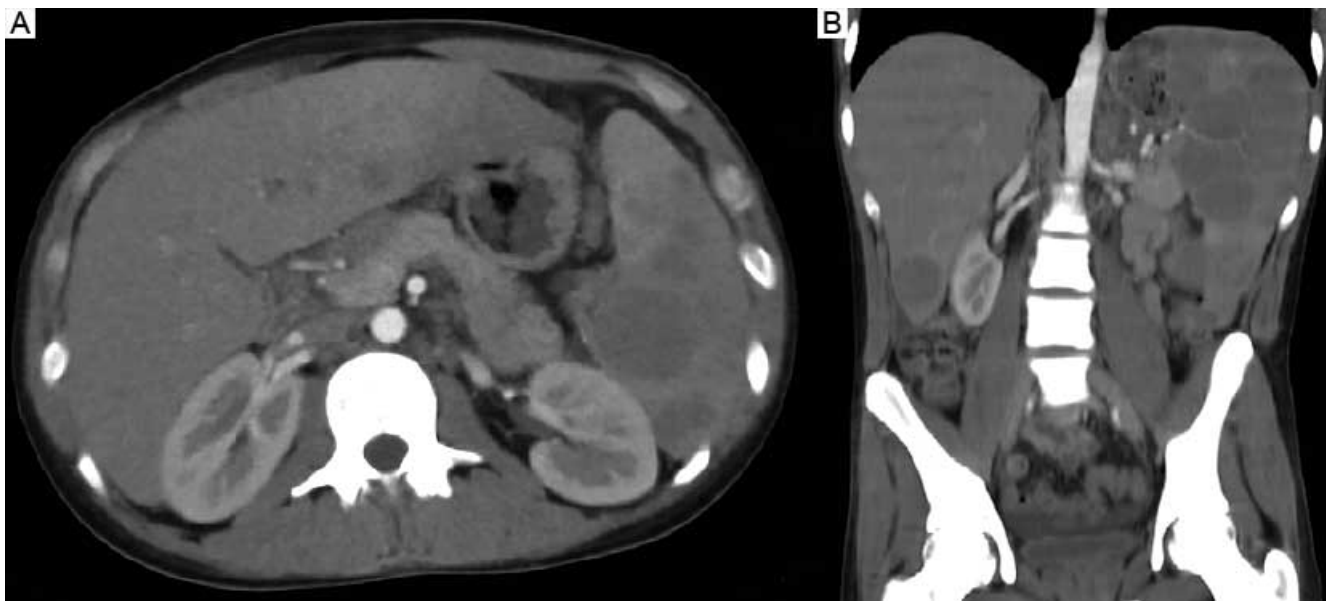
Tomografía abdominopélvica. A) Corte axial. Imágenes heterogéneas, circulares con leve reforzamiento con medio de contraste en bazo y lóbulo izquierdo del hígado. B) Corte coronal. Franca hepatoesplenomegalia, con lesiones circulares y leve reforzamiento con el contraste
